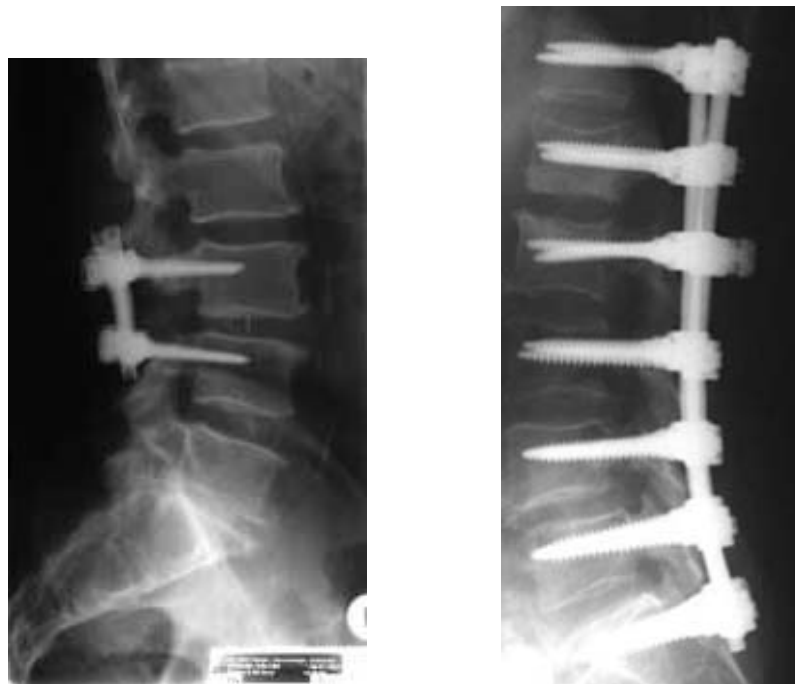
Die transpedikuläre Gelenkverschraubung im Röntgenbild. Im linken Bild sind nur 2 Segmente miteinander verbunden^{XI}. Auf der rechten Seite sieht man eine langstreckige Wirbelsäulenversteifung mittels Pedikelschrauben^{XII}.
